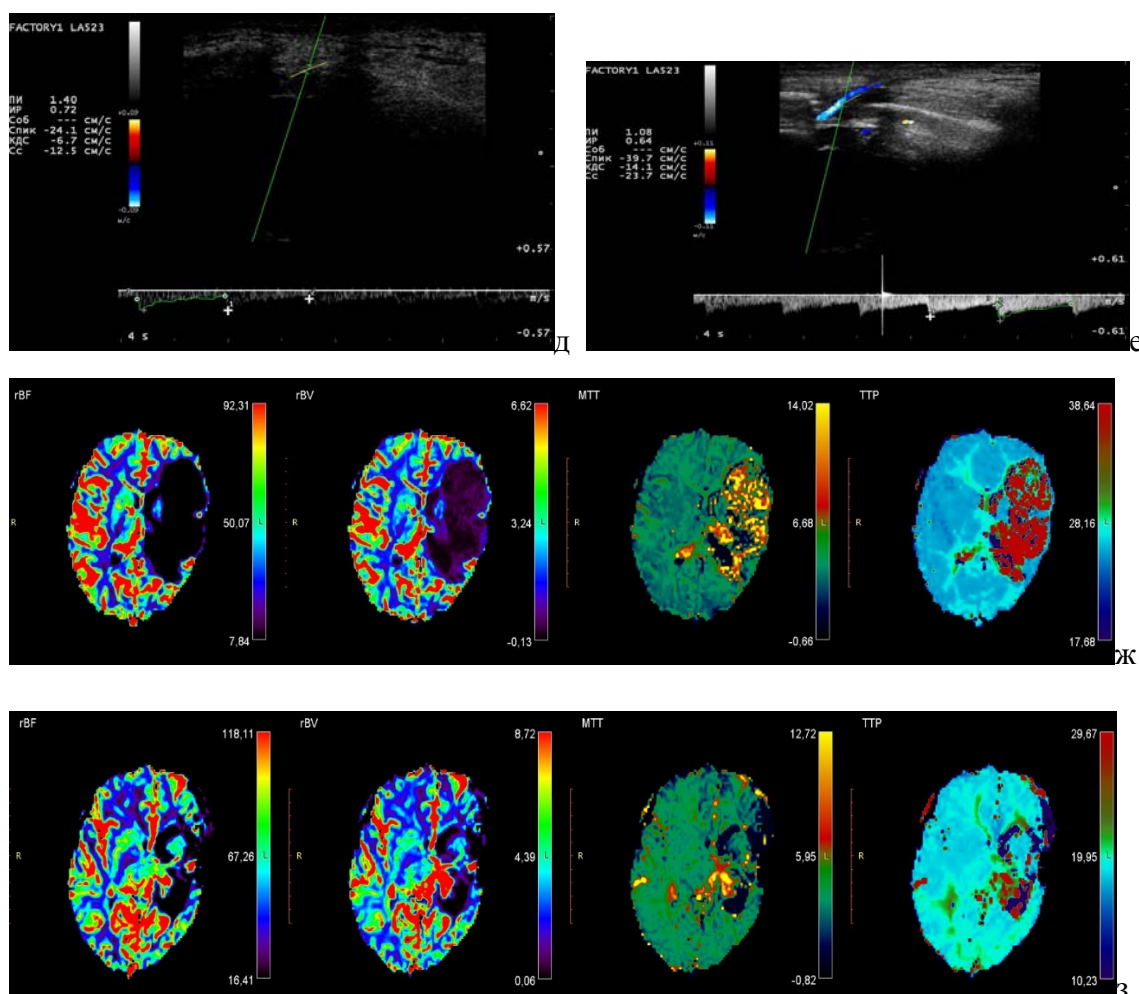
г) МРТ ангиография после операции, стрелкой показан артефакт, не позволивший визуализировать анастомоз. д) Триплексное сканирование ПВА до и е) после операции: отмечено увеличение скоростных показателей и снижение индексов пульсации и резистентности. ж) МРТ перфузия до и з) после операции: отмечено улучшение кровообращения в левом полушарии, уменьшение размеров кисты
